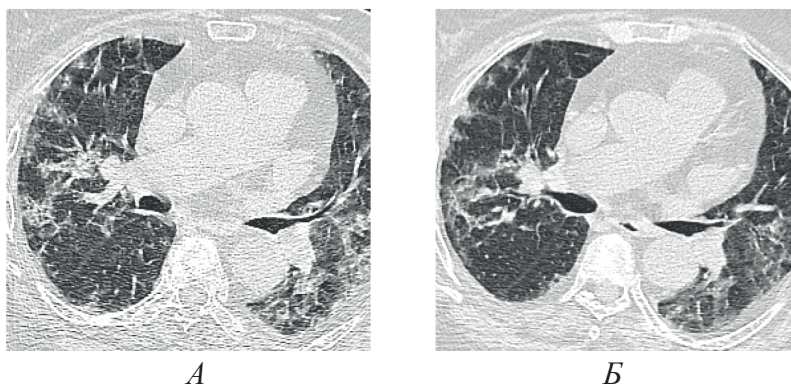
МСКТ ОГК больной Р., 63 года, с COVID-19: *а.* – через 25 дней после начала заболевания (фиброзирование легочной ткани); *б.* – через 35 дней (регрессирование фиброзирования)
